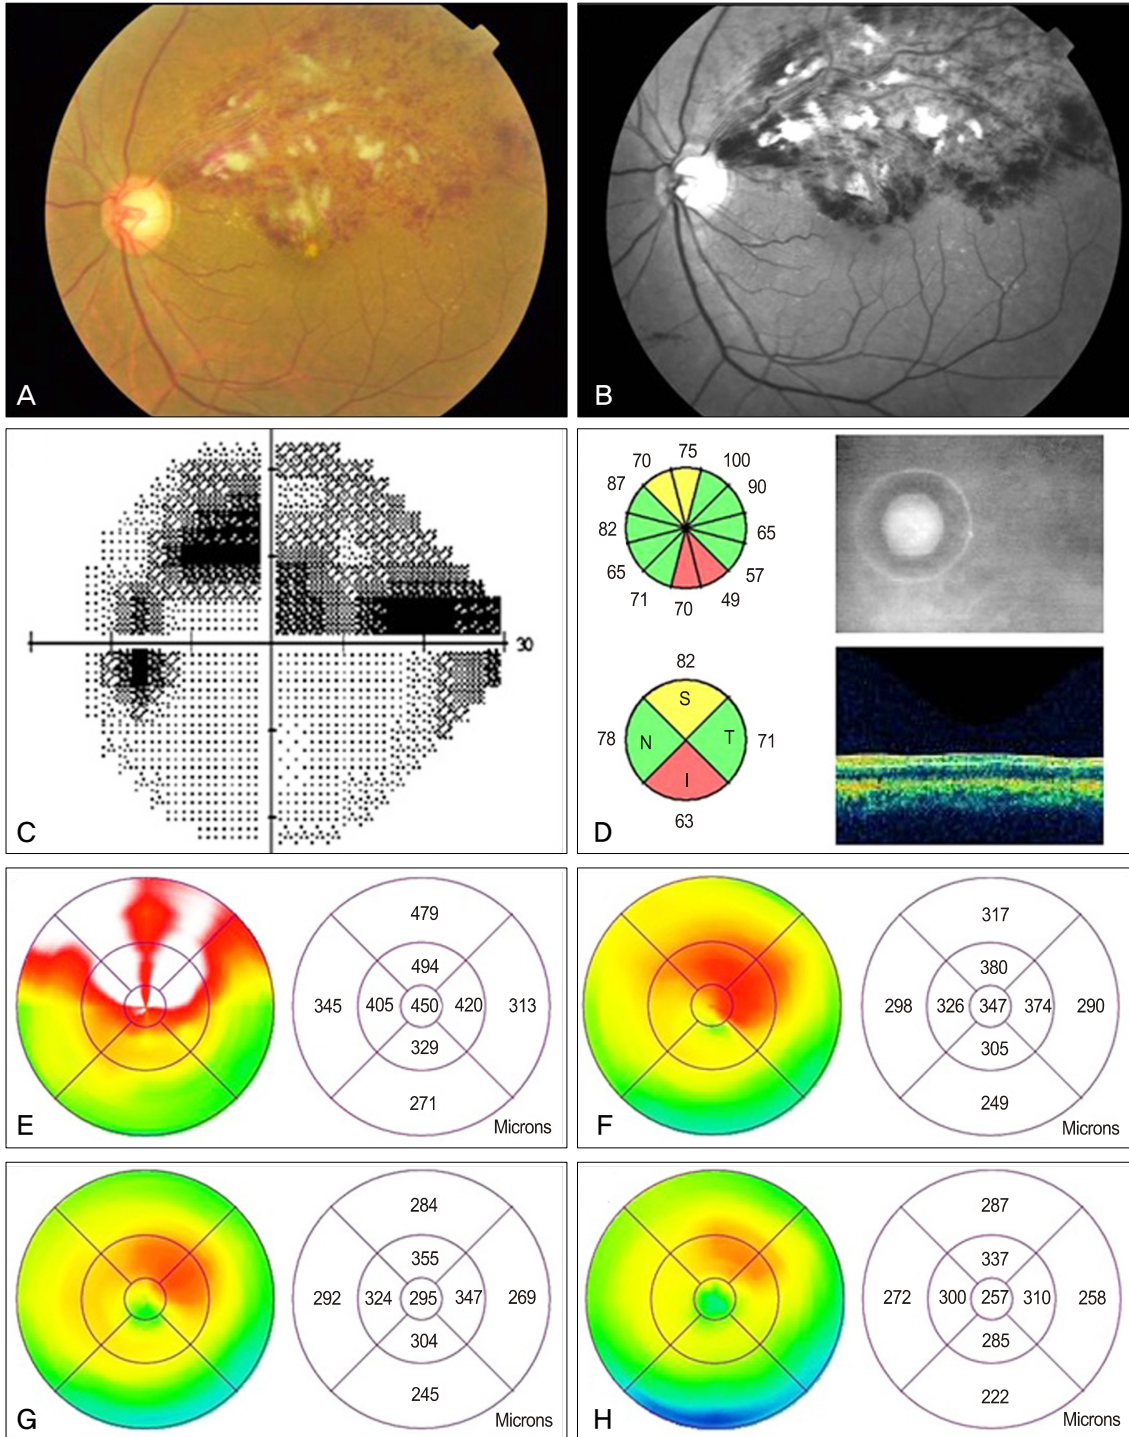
Fundus and red-free photographs of a branch retinal vein occlusion (BRVO) patient (A, B), who had been diagnosed with normal tension glaucoma based on glaucomatous optic disc and visual field defect correspond with inferior diffuse retinal nerve fiber layer defect before the onset of BRVO (C, D). Macular edema improved after intravitreal bevacizumab (IVB) therapy on optical coherence tomography at baseline and post IVB therapy 1, 3, 6 months, respectively (E, F, G, H).
